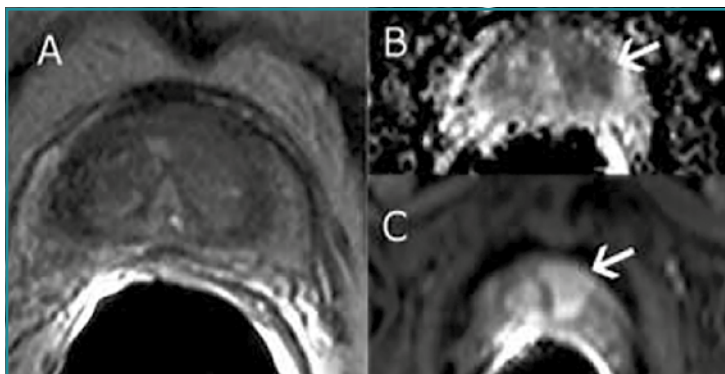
Resonancia magnética multiparamétrica de próstata con secuencia en T2W (A), difusión (B) y perfusión (C), donde se muestra lesión PI-RADS sospechosa de malignidad.
